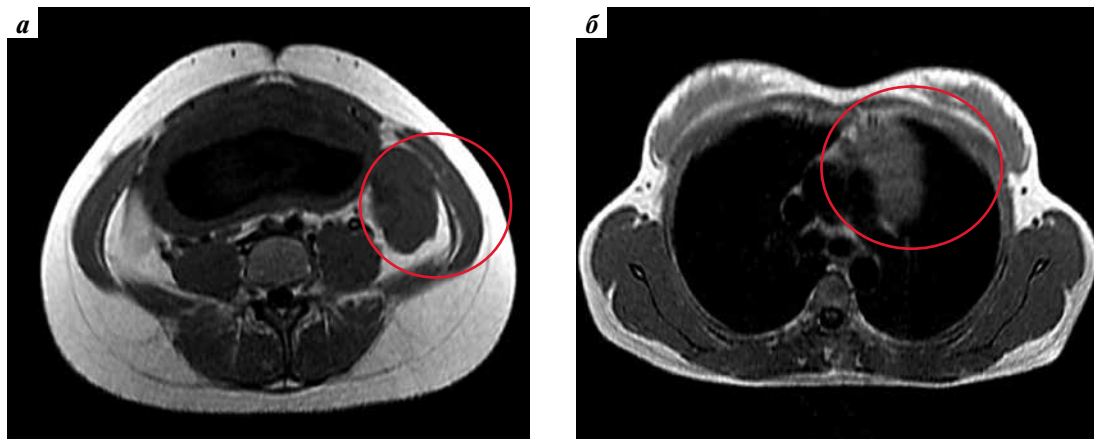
Опухоль яичника (а) и средостения (б) пациентки с первичной медиастинальной В-крупноклеточной лимфомой до начала лечения на 21-й нед беременности (магнитно-резонансная томография)
